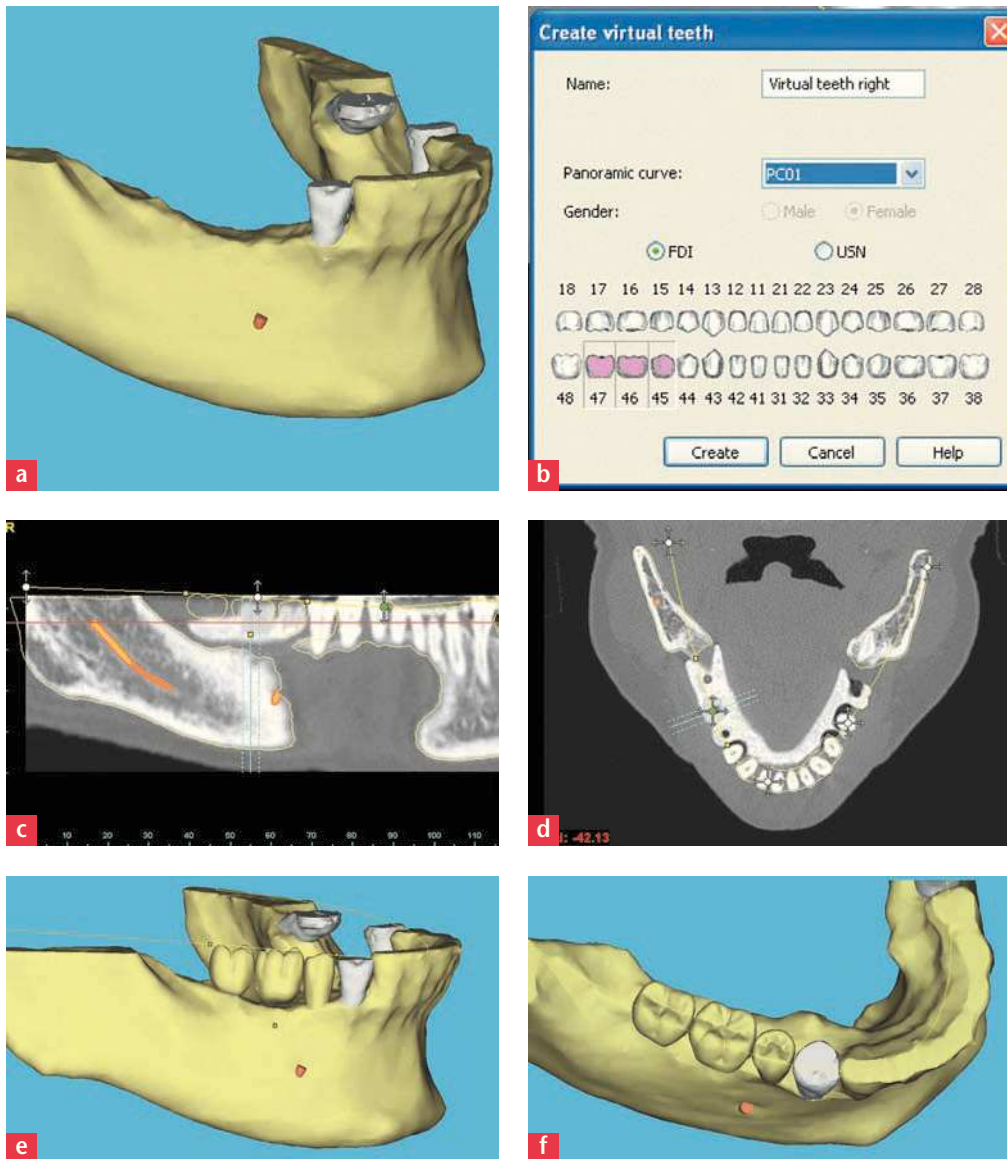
a La situación de partida del maxilar muestra la cresta mandibular edéntula derecha. Es preciso sustituir cuatro dientes, desde el primer premolar hasta el segundo molar. b La herramienta «Virtual Tooth». c La disposición de los dientes virtuales en la ortopantomografía. d Vista axial de la evaluación del recorrido de la arcada dentaria. e Adaptación de los dientes virtuales en la reconstrucción tridimensional. f La orientación de los dientes virtuales a partir de los dientes existentes.
